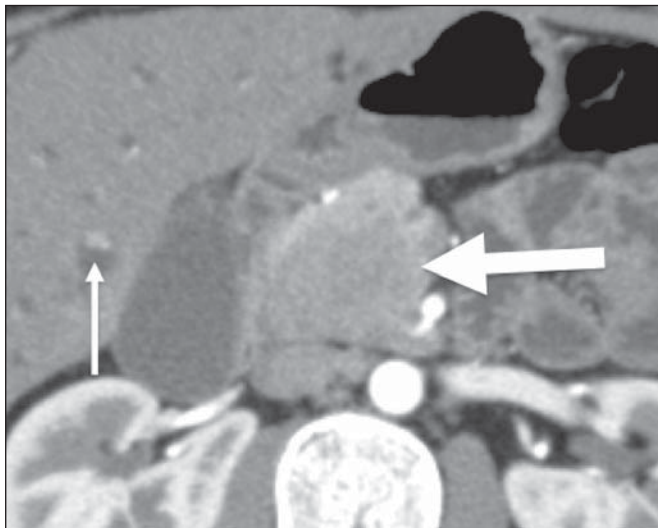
Linfoma pancreático. TC de abdome com contraste demonstra lesão expansiva sólida e hipovascularizada na cabeça do pâncreas (seta larga). A lesão promove estenose da via biliar no trajeto intrapancreático, com dilatação a montante, inclusive nos segmentos intra-hepáticos (seta estreita).
